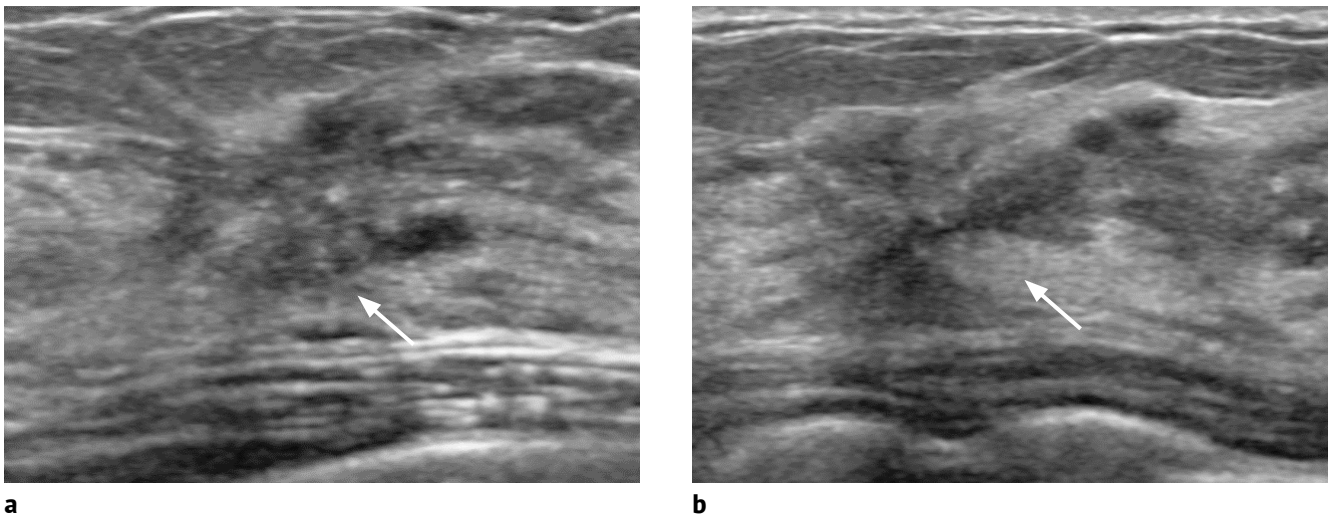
A 22-year-old woman who referred to our institution due to sonographic abnormality. The transverse (a) and longitudinal (b) breast sonograms show a 25 mm sized irregular shaped low echogenic nodule with indistinct margin in right breast. Adjacent parenchymal distortion was also noted. Final BI-RADS-US category was 5. The core needle biopsy result was atypical ductal hyperplasia. Surgical excision was performed and the final pathology was intraductal papilloma with usual ductal hyperplasia.
